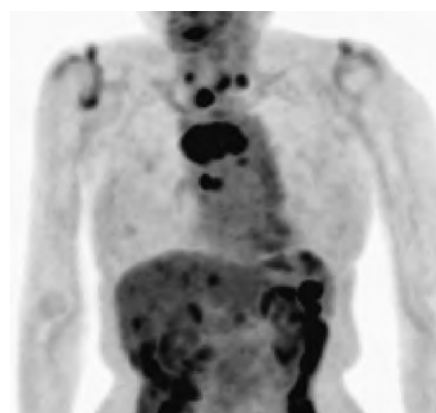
PET-CT：左主気管支内に SUVmax3.2 の FDG 集積亢進を認めたほか、鎖骨上窩リンパ節、縦隔リンパ節、右肺門部リンパ節にも集積を認めた。
